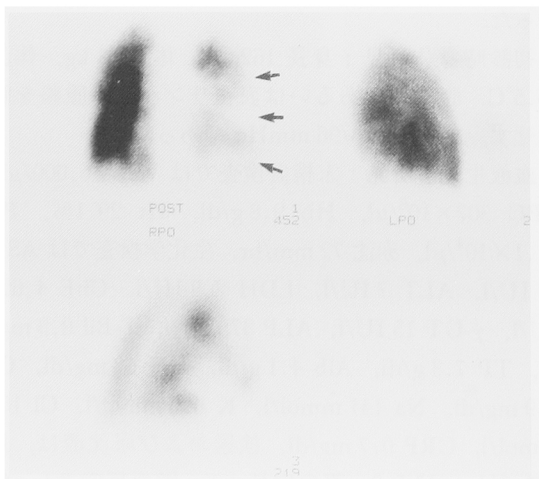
Pulmonary scintigraphy showed perfusion defect of nearly whole right lung.
